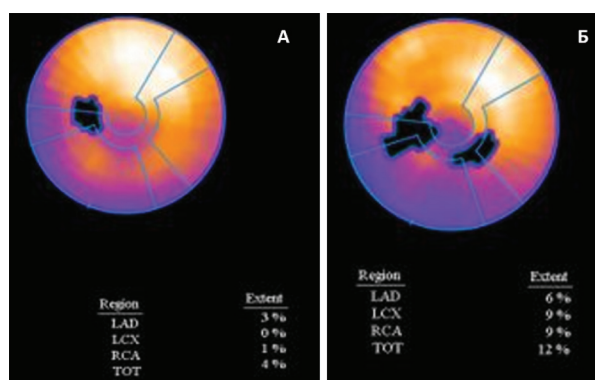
ОФЭКТ миокарда с технецием-99 у пациента Ш., 65 лет, с ангиографически неизменными эпикардиальными артериями. На фрагменте А виден незначительный дефект перфузии в бассейне ПМЖВ ЛКА. На фрагменте Б определяется расширение имеющегося дефекта перфузии и появление небольшого дефекта перфузии в бассейнах правой коронарной и огибающей артерий на фоне внутривенного введения аденозин-трифосфата. Выявленные изменения указывают на переходящие (спастические) изменения микроциркуляторного русла
